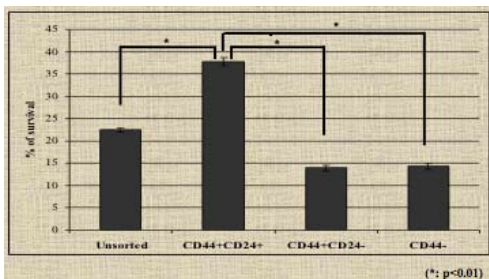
X-ray resistance assay. The CD44+ CD24+ sub-population cells are more resistant to X-ray than others, suggesting that these cells possess the hypothesized cancer stem cell radioresistant phenotype.
